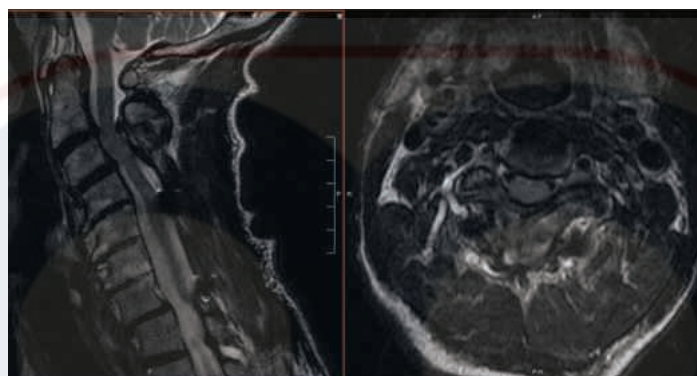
Imágenes de tomografía computarizada sagital y axial (en C2-C3) de la enfermedad del segmento adyacente y la estenosis cervical en C2-C1 y C3-C4.
